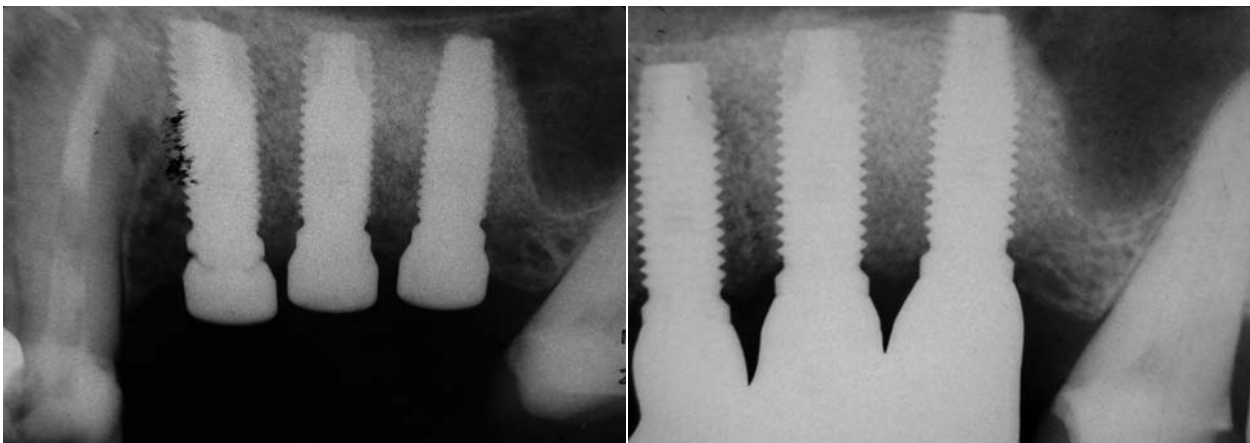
Röntgenbefunde eines mit Bone Ceramic augmentierten Falls 180 Tage nach dem Eingriff und ein Jahr nach Kroneneingliederung.
